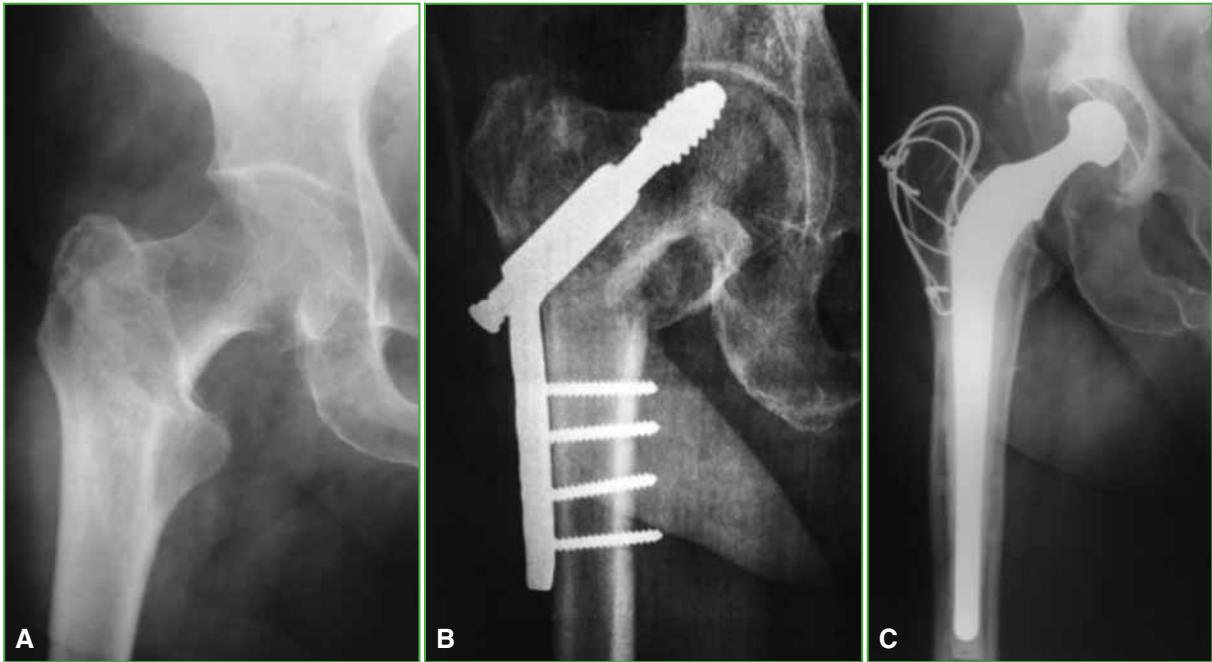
Radiografías de un paciente de 65 años. A. Fractura lateral de cadera derecha. B. Se constata migración cefálica del tornillo deslizante. C. Reemplazo total de cadera cementado.
